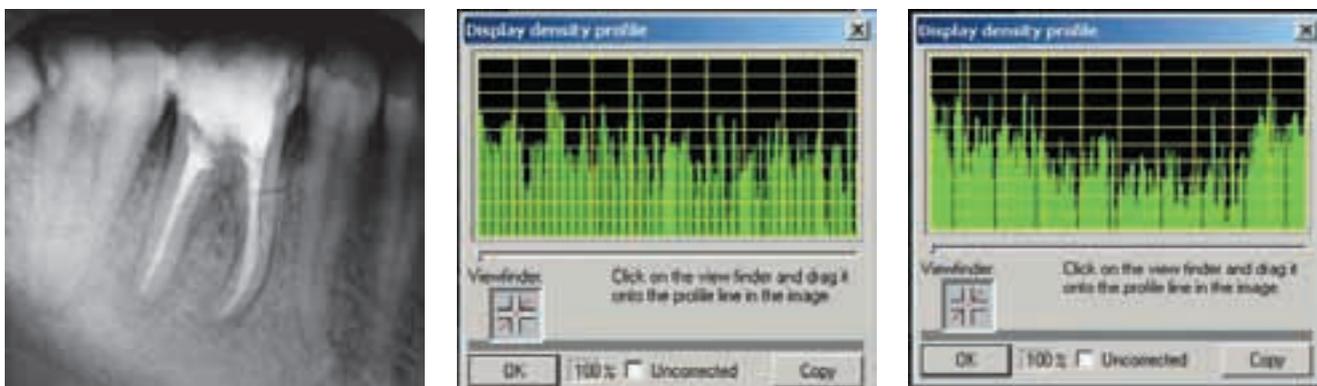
Пациент А., 23 года. Внутриротовая прицельная рентгенограмма зуба 4.6, гистограмма плотностного профиля костной ткани в области дистального и мезиальных корней (через 2 года)
